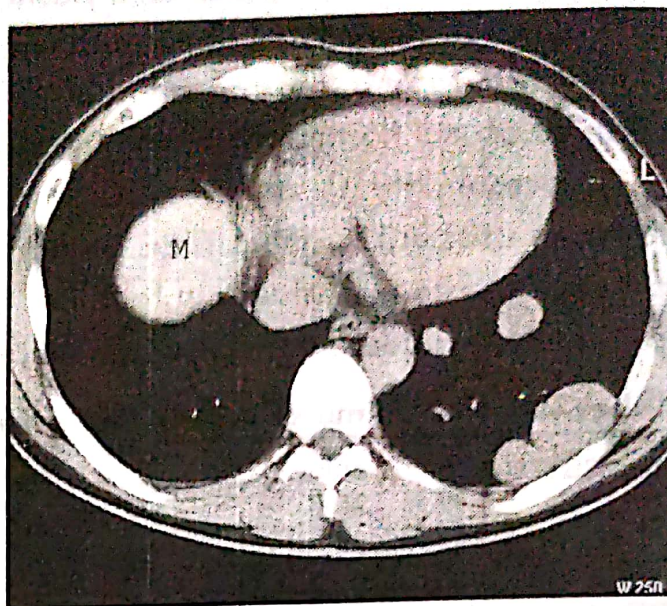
CT toracic. Numeroși noduli denși de dimensiuni variabile, în ambele câmpuri pulmonare. (M)
